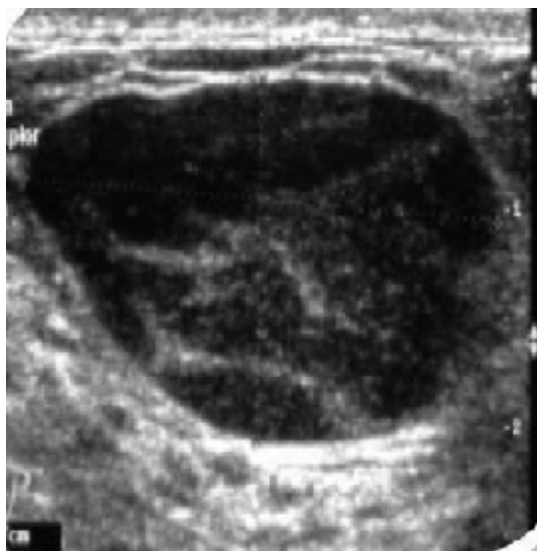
Patiente âgée de 40 ans avec une tumeur de 4 cm du sein gauche. L'échographie montre une masse à double composante tissulaire et liquidienne (ACR4) (anatomopathologie : carcinome métaplasique.
